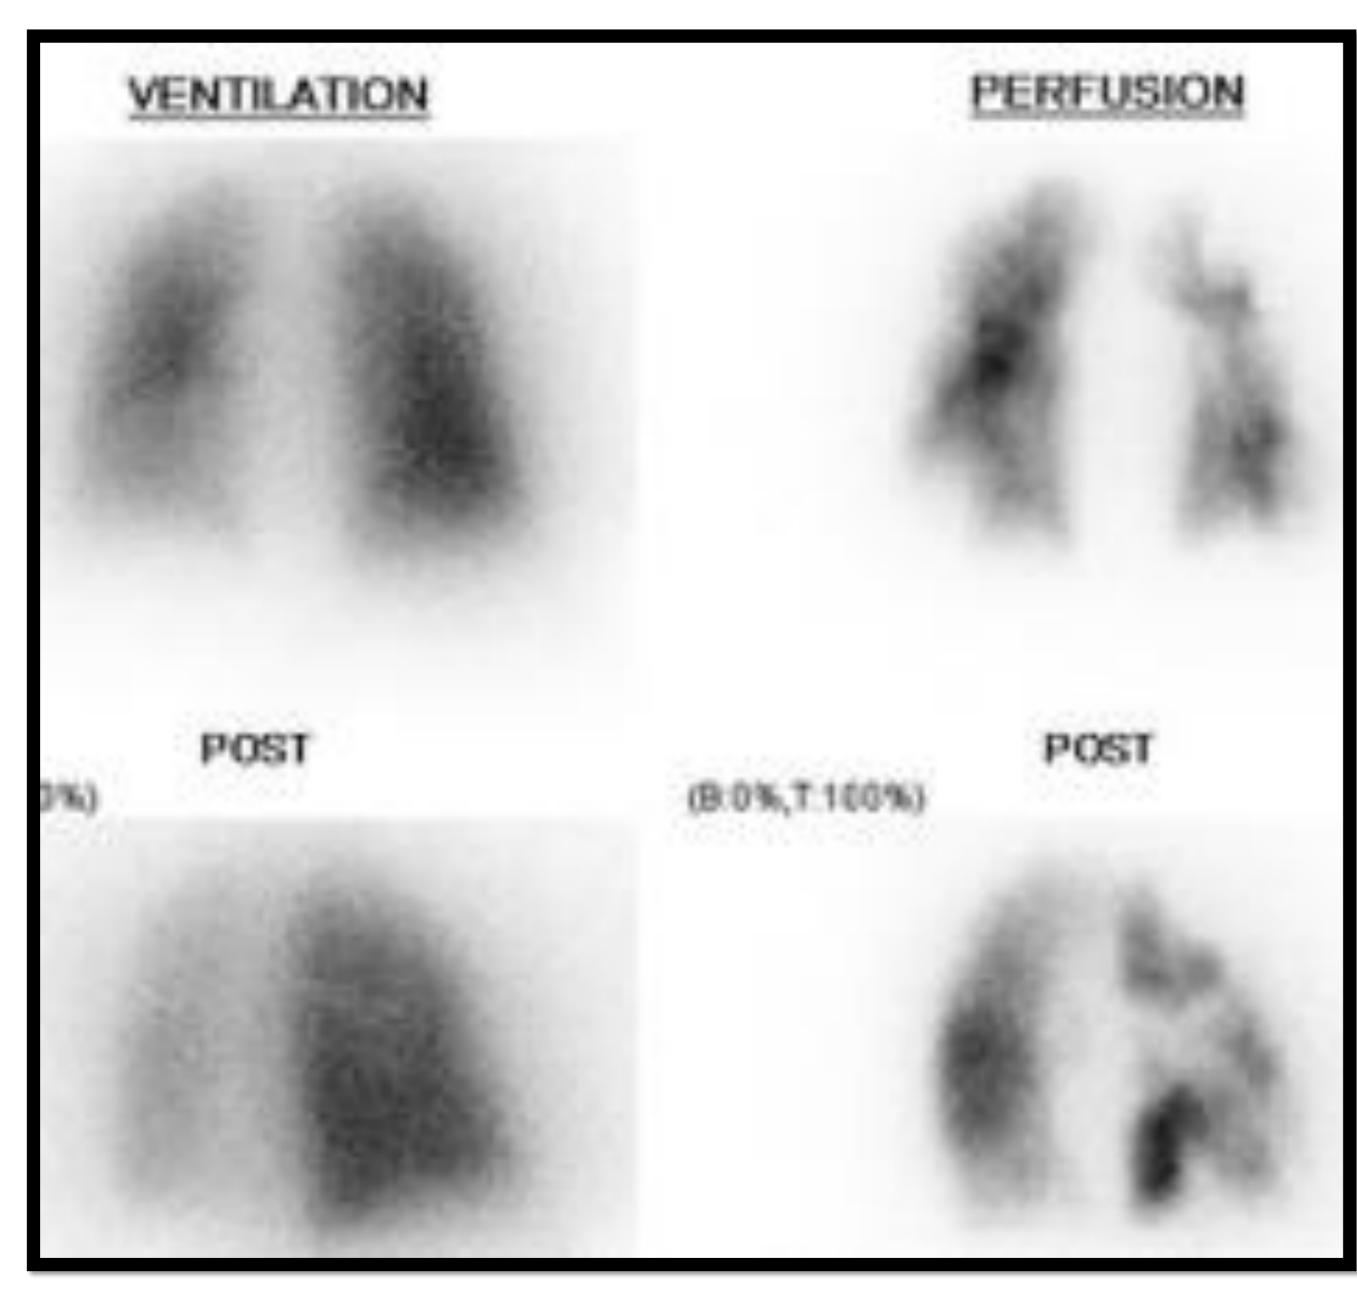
Paciente con radiografía de tórax normal y sospecha de HPTEC. La gammagrafía V/Q muestra defectos de perfusión no concordantes con la ventilación.
